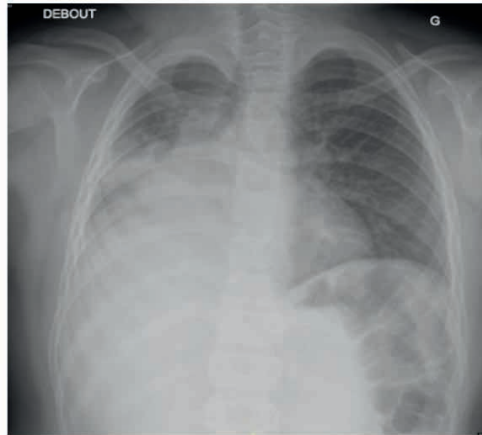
Radiografía de tórax de escolar de 8 años postaccidente de tránsito, se observa aumento de densidad a nivel de lóbulo inferior y medio de pulmón derecho (atelectasia), desviación traqueal, desplazamiento de cisuras hacia la parte superior por presunta contusión pulmonar.
